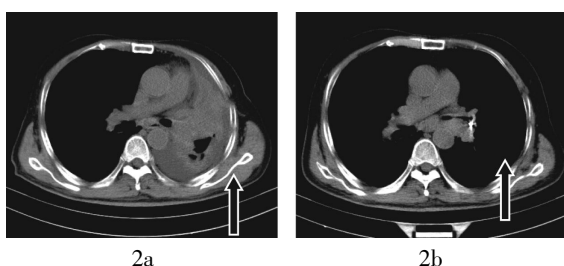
患者男性, 69岁, 左肺鳞癌合并左肺不张。图中, 2a: 行¹²⁵I粒子植入治疗前的CT图像; 2b: 经纤支镜予左主支气管¹²⁵I粒子植入半月后复查CT图像, 示左肺复张, 同一CT断层由于急性肺不张引起的胸腔负压反应性胸水消失, 左主支气管可见放射性粒子。
